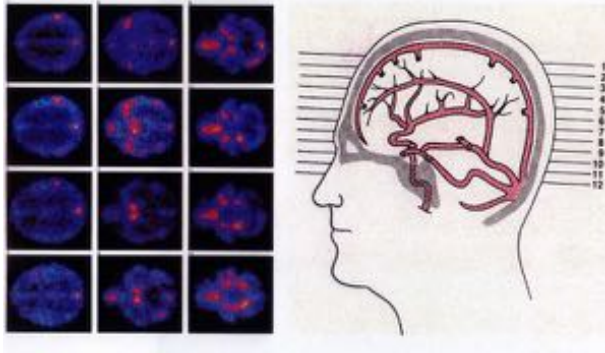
Durchblutungsmessung im Gehirn mit PET.
